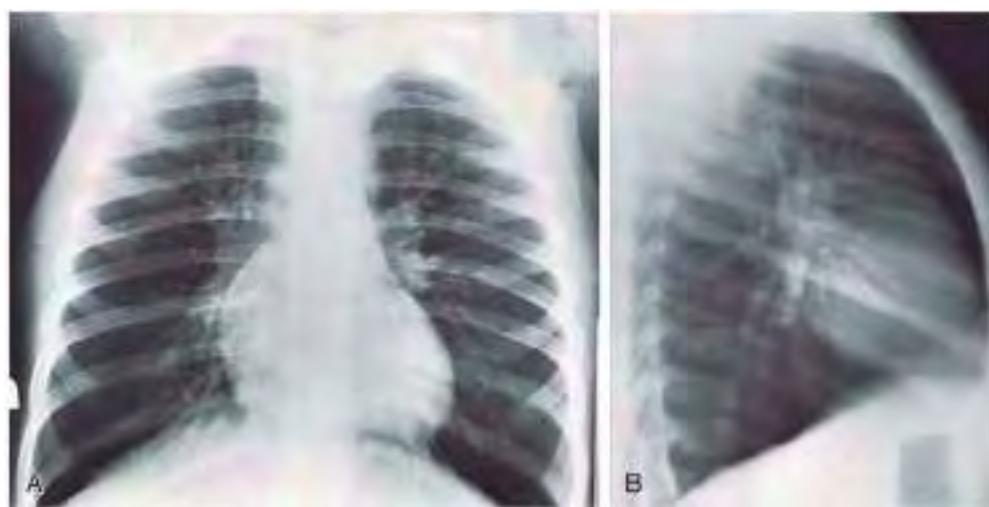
Un niño de 4 años con asma. Las radiografías frontal (A) y lateral (B) muestran hiperinsuflación pulmonar, aplanamiento del diafragma y mínimo engrosamiento peribronquial. No se observa ninguna complicación asmática.
